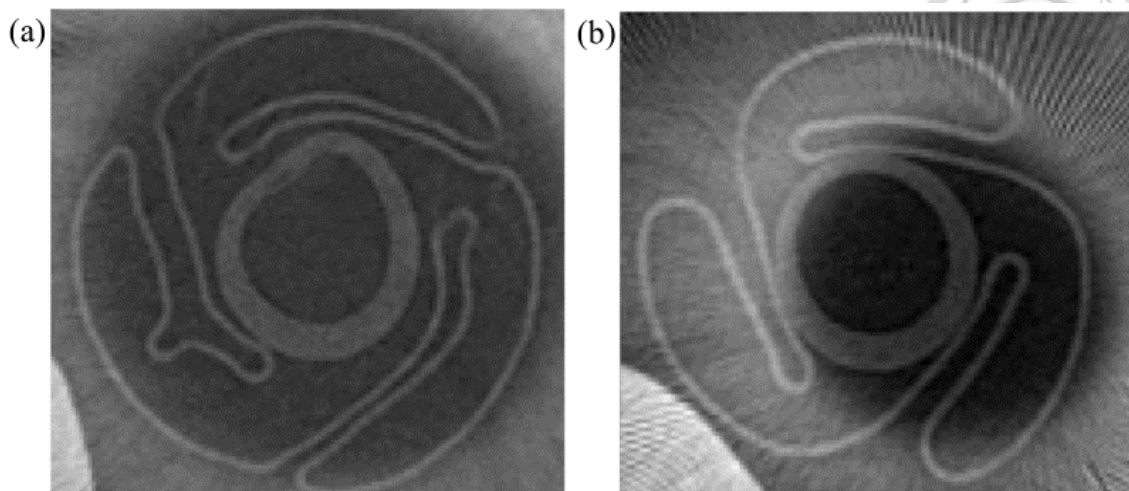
氣球 CT 截面影像：(a)中段折疊(Folded)區域、(b)兩端半展開(Semi-folded)區域[64]
